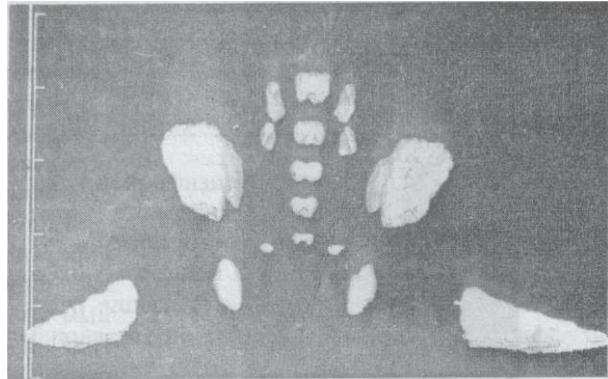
Структуральная асимметрия таза у новорожденного (3D КТ).
